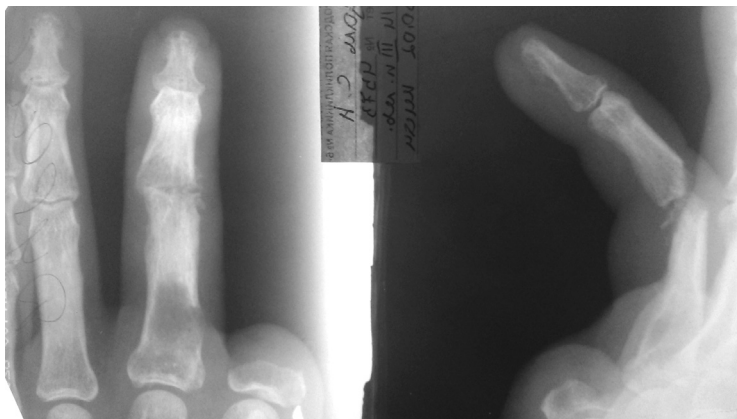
Рентгенограмма пациента Д., при поступлении в республиканский центр хирургии кисти
